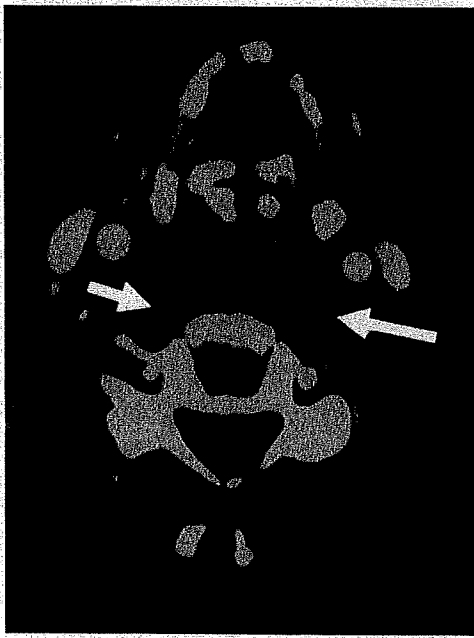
Preoperative CT demonstrated inflammatory change of pharyngeal posterior wall (arrows).
